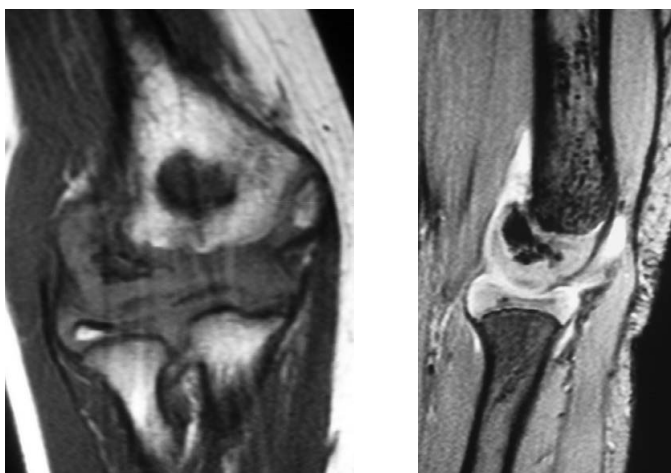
Enfermedad de Panner. Imágenes de RM: Señal difusa capitelar anormal.
